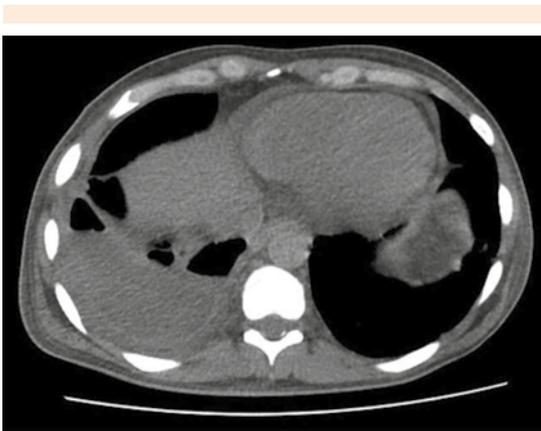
Tomografía axial computada de tórax con características de cambios de densidad en la base derecha, propias de quilotórax.
